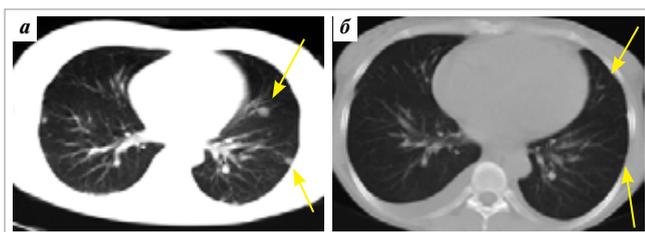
Компьютерные томограммы легких больной М.: а — до удаления аллопочки: множественные метастазы в паренхиме обоих легких; б — через 1,5 мес после удаления аллопочки: полная регрессия нескольких опухолевых очагов и уменьшение оставшихся метастазов в легочной паренхиме
